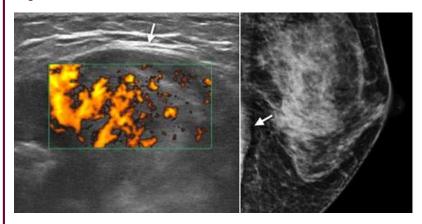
左為超音波,右為電腦斷層顯影(箭頭表示胸大肌位置)
